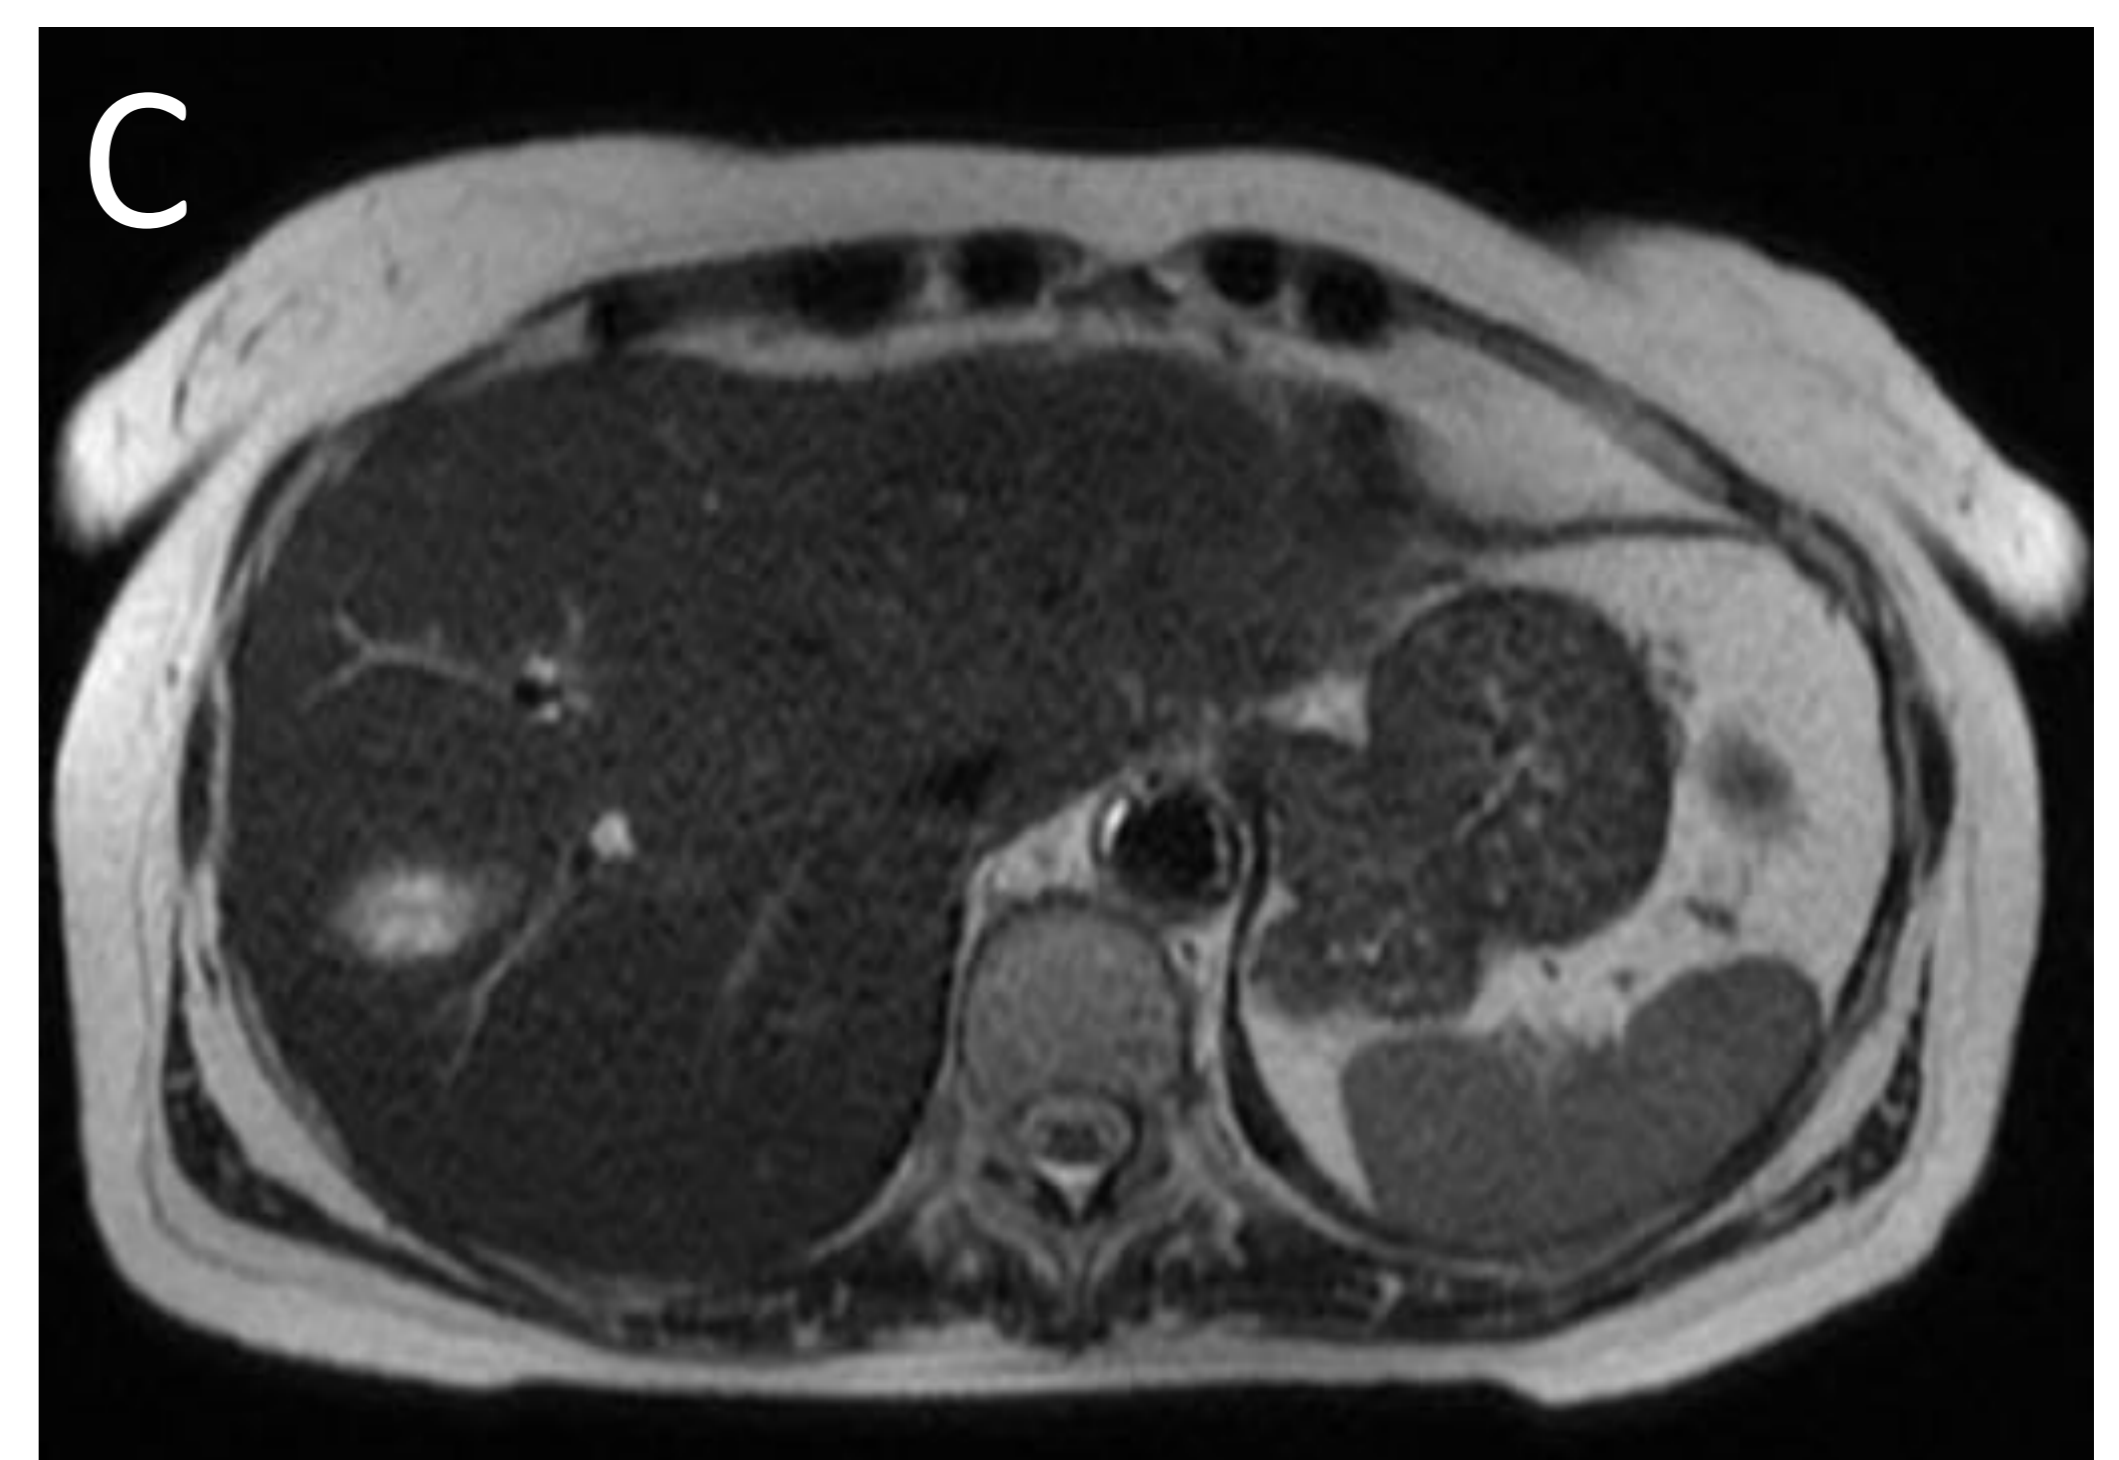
Biloma: lesiones hipodensas de bordes bien definidos en TC con CIV en fase portal (imágenes A y B). La imagen B se correlaciona con imagen C de RM, donde se observa una lesión hepática con las mismas características morfológicas y aumento de la señal en secuencia T2.
